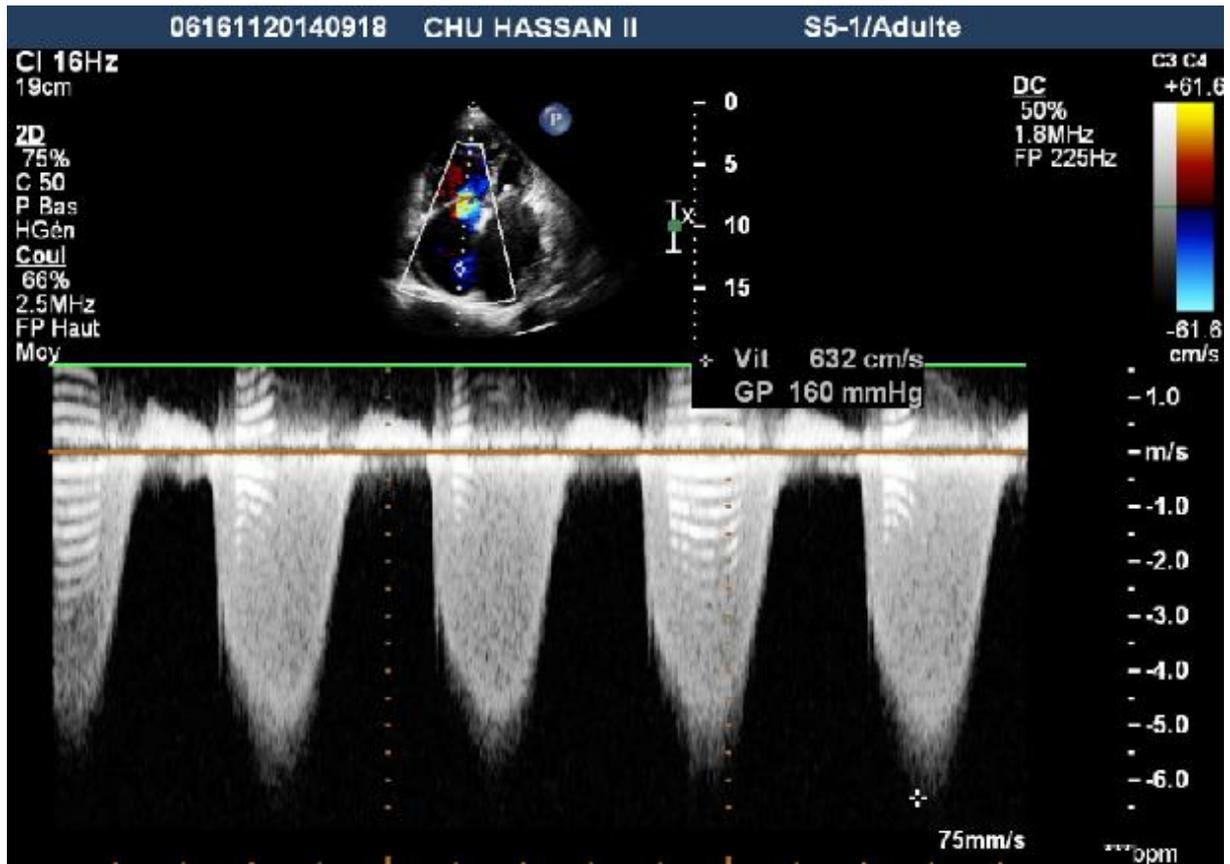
Mesure de la vitesse de l'IT au doppler continu permettant le calcul de la pression artérielle pulmonaire systolique
